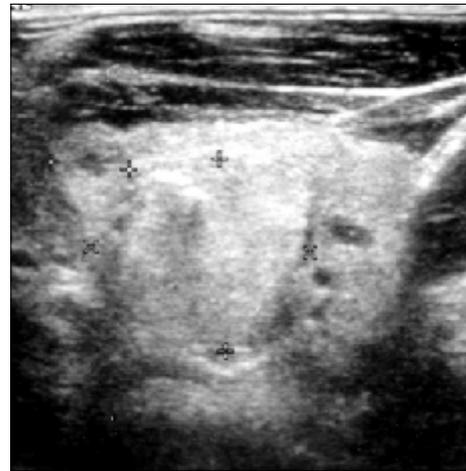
Neck sonogram shows multiple masses with mixed echogenicity and irregular margins in both lobe of thyroid.
